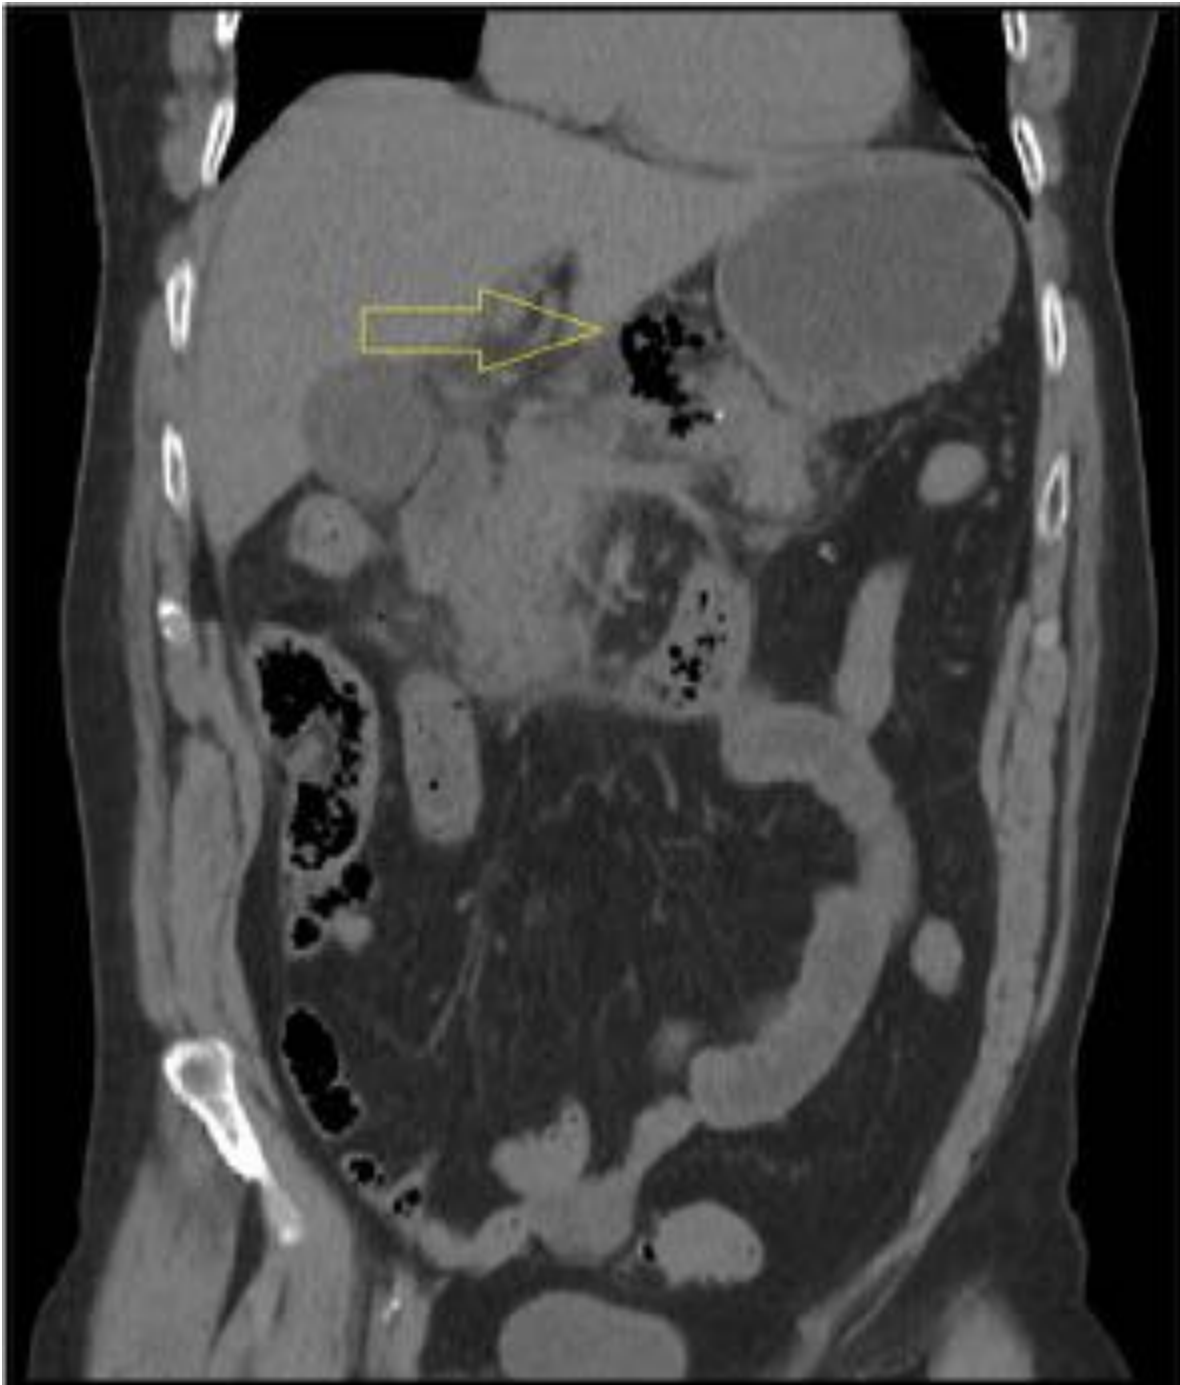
TC abdominal reconstrucciones coronales . Burbujas de gas adyacentes al páncreas adyacentes al páncreas (flecha amarilla) que asocian cambios inflamatorios .
